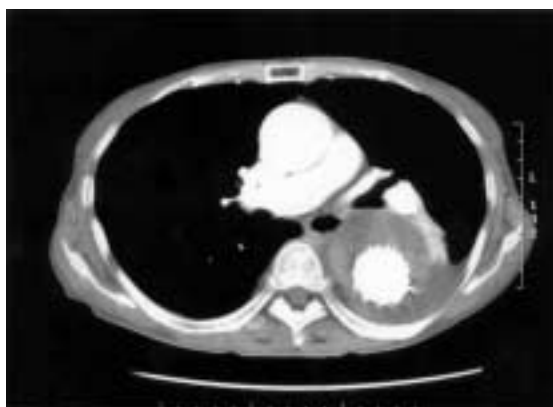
Postoperative CT on the 11th POD
